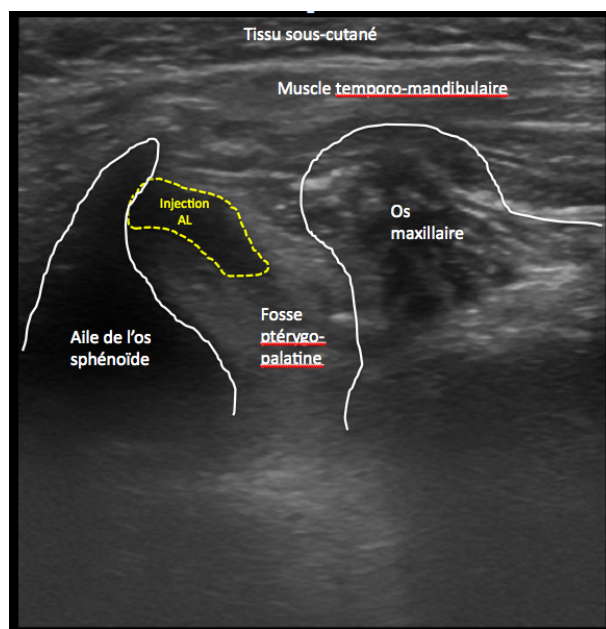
Bloc supra-maxillaire, repères échographiques.
